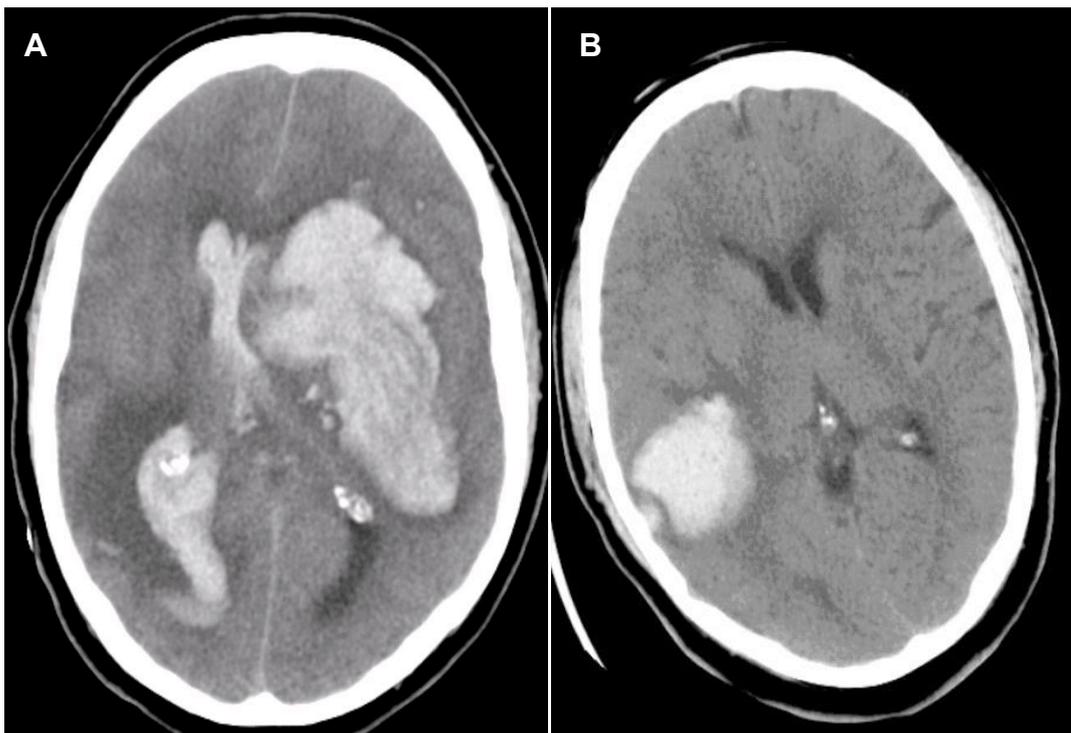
Aspecto radiológico das hemorragias cerebrais supratentoriais espontâneas⁽¹⁶⁾. Legenda: A: Corte axial de tomografia computadorizada de crânio mostrando hemorragia de núcleos da base e B: hemorragia lobar.
